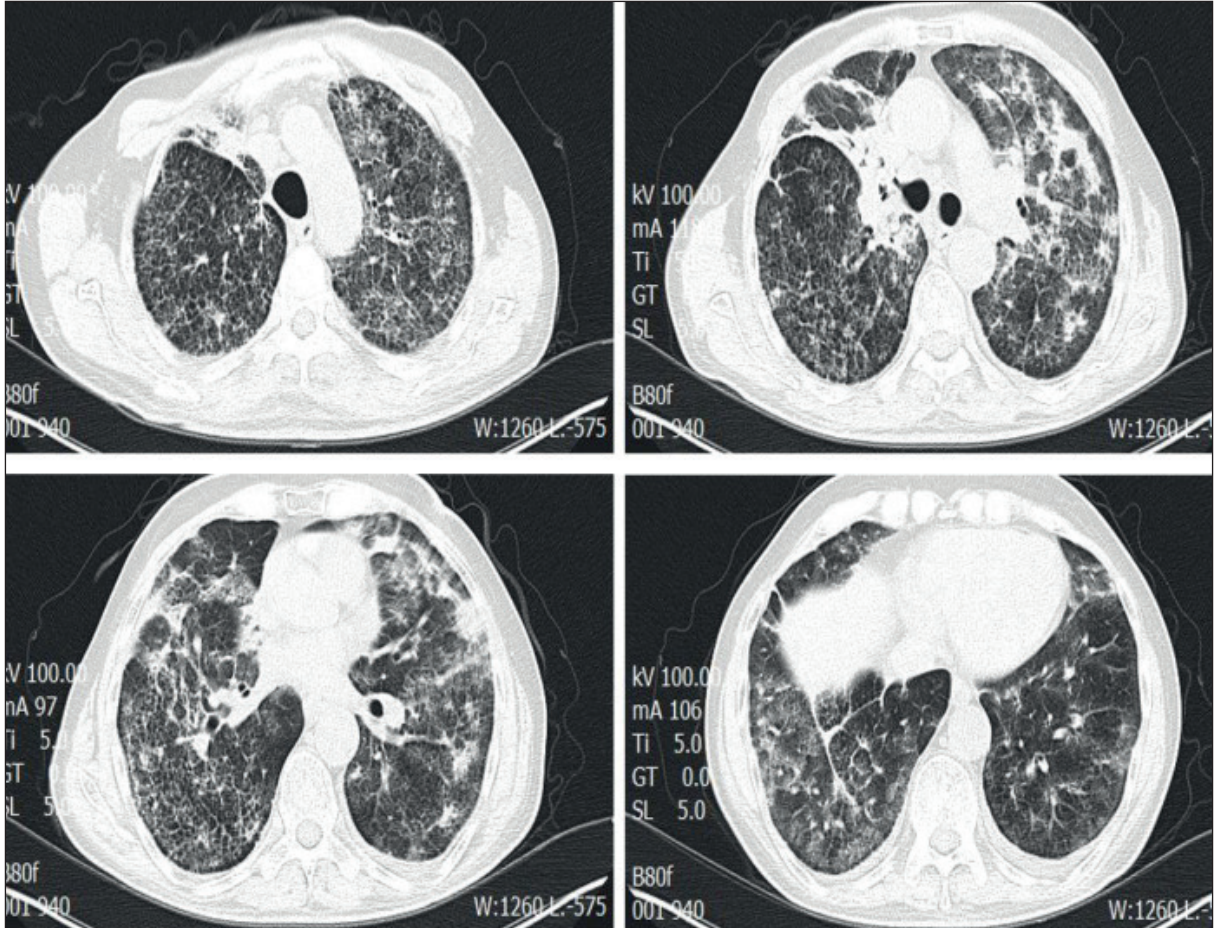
İlk toraks bilgisayarlı tomografi kesitleri.
